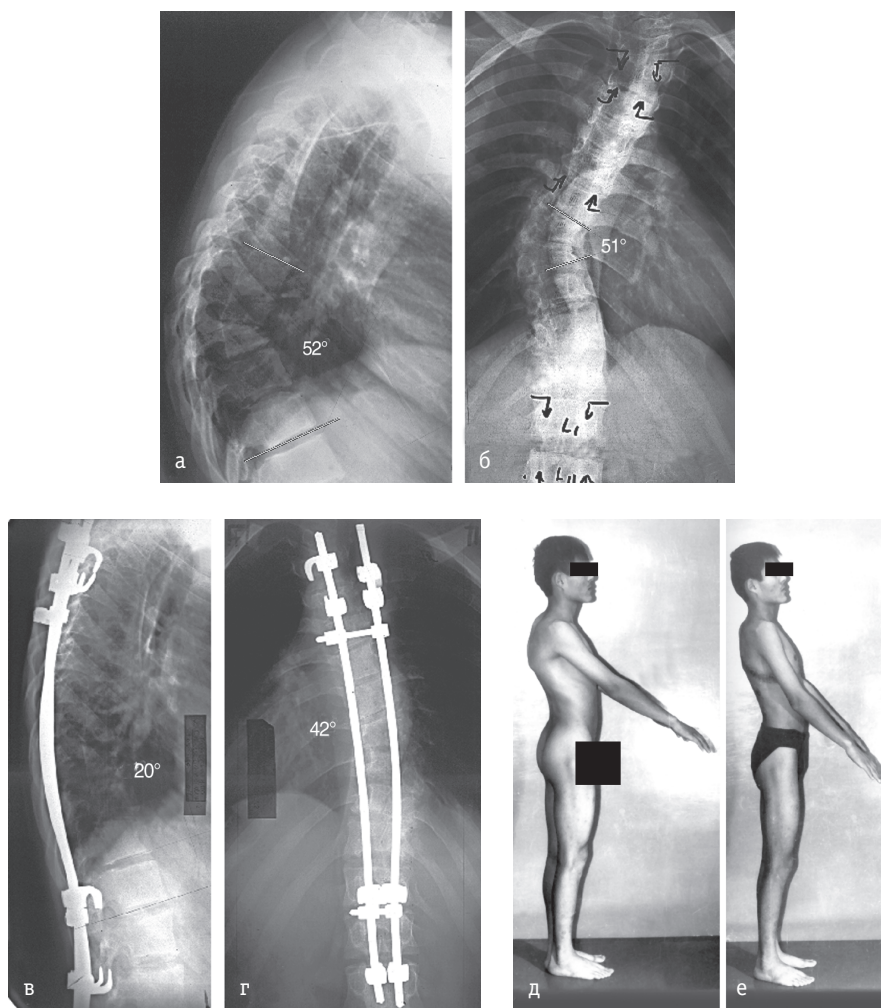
Врожденный кифоз у пациента 16 лет. Проведено двухэтапное вмешательство с использованием инструментария *Cotrel-Dubousset*. Рентгенограммы до (а, б) и после (в, г) оперативного вмешательства. Внешний вид пациента до (д) и после (е) лечения
